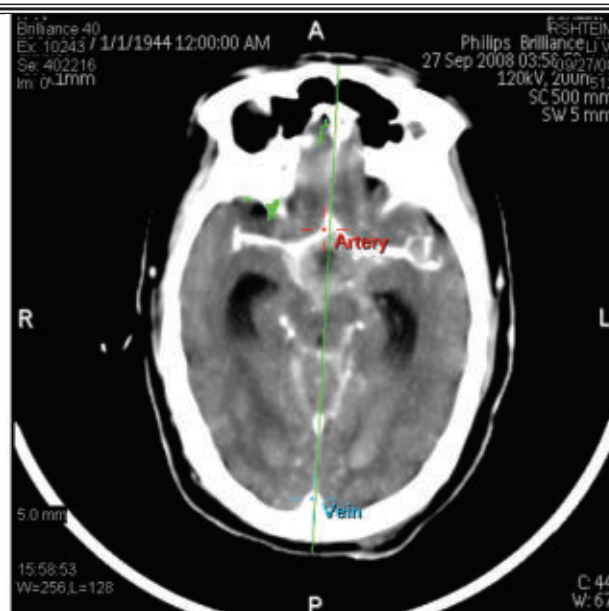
Методика проведения МСКТ-перфузии.
